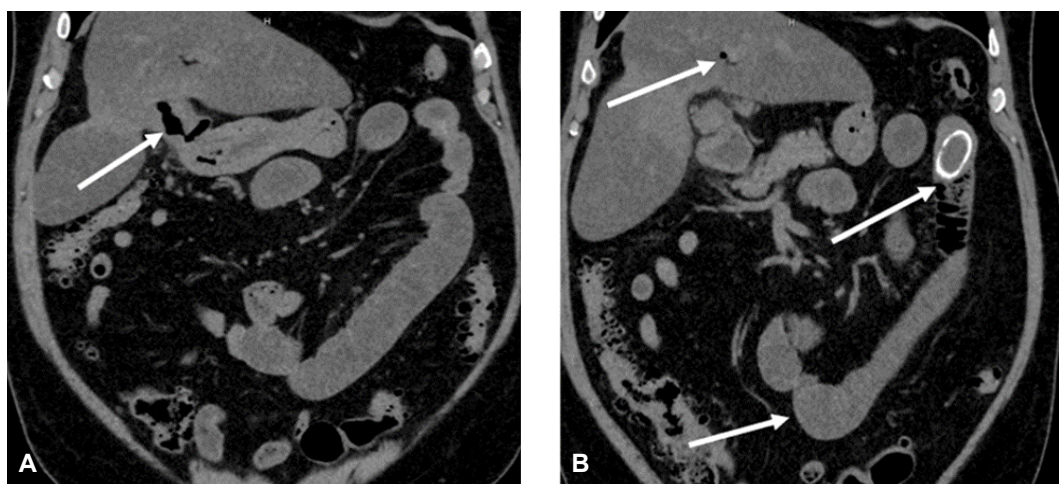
Tomografía abdominal simple en corte coronal. A: fistula colecisto -duodenal (flecha blanca). B: Triada de Rigler, donde se aprecian neumbilia, dilatación de asas delgadas y presencia de cálculo en la luz intestinal (flechas blancas). Fuente: los autores
